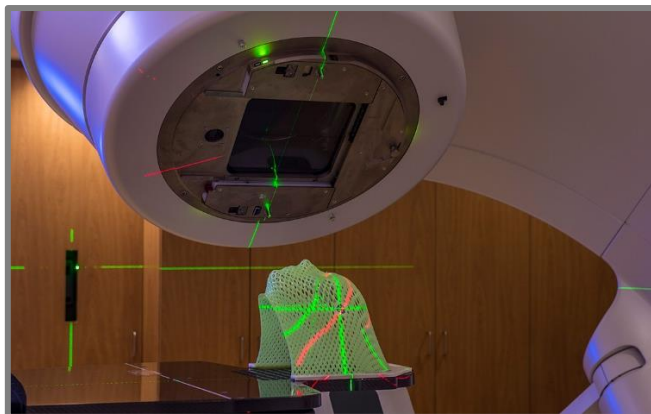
Vytváření CT obrazu urychlovačem Varian v akci [32]
